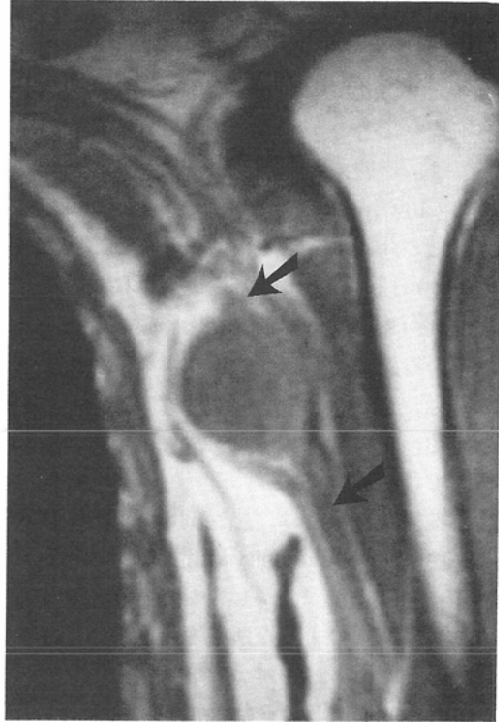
Schwannoma 53-year-old female. T1-weighted image (SE 460/35) shows a low intensity homogeneous tumor in the left axilla. Medianus is continuous with the tumor and clearly seen as a low intensity linear structure (arrows).
